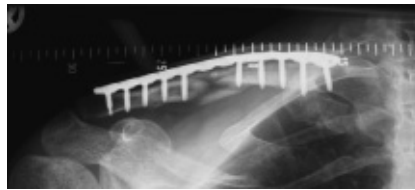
A.-p. Röntgenaufnahme nach der Reosteosynthese mit einer winkelstabilen 12-Loch 3,5 mm LCP. Jeweils fünf Schrauben fassen im medialen und lateralen Hauptfragment.
